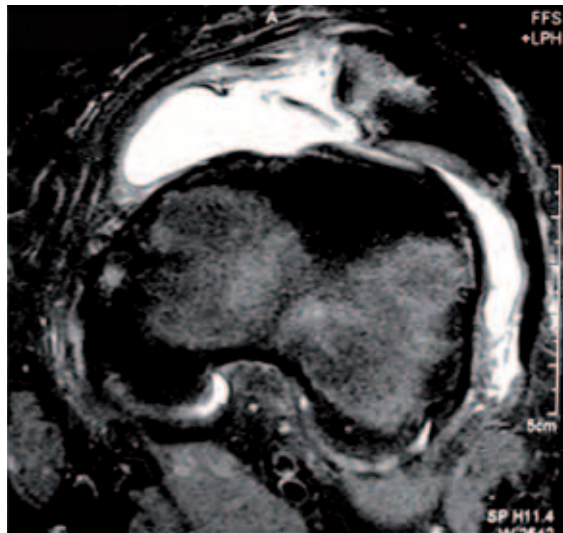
MRI-Darstellung im Querschnitt (transversal) nach Spontanreposition einer Patellaluxation:
